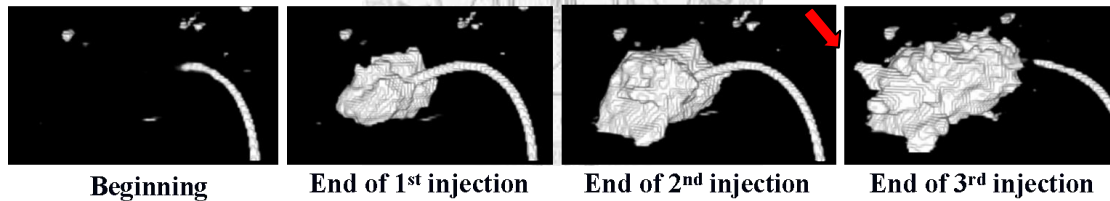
19 骨水泥注射過程中椎體內之 3D CT 影像
